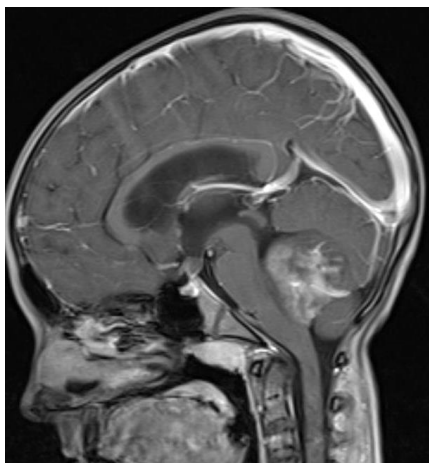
Б-ой А., и/б 1804/06. МРТ головного мозга с контрастным усилением T1 сагиттальный срез - опухоль в полости IV желудочка
